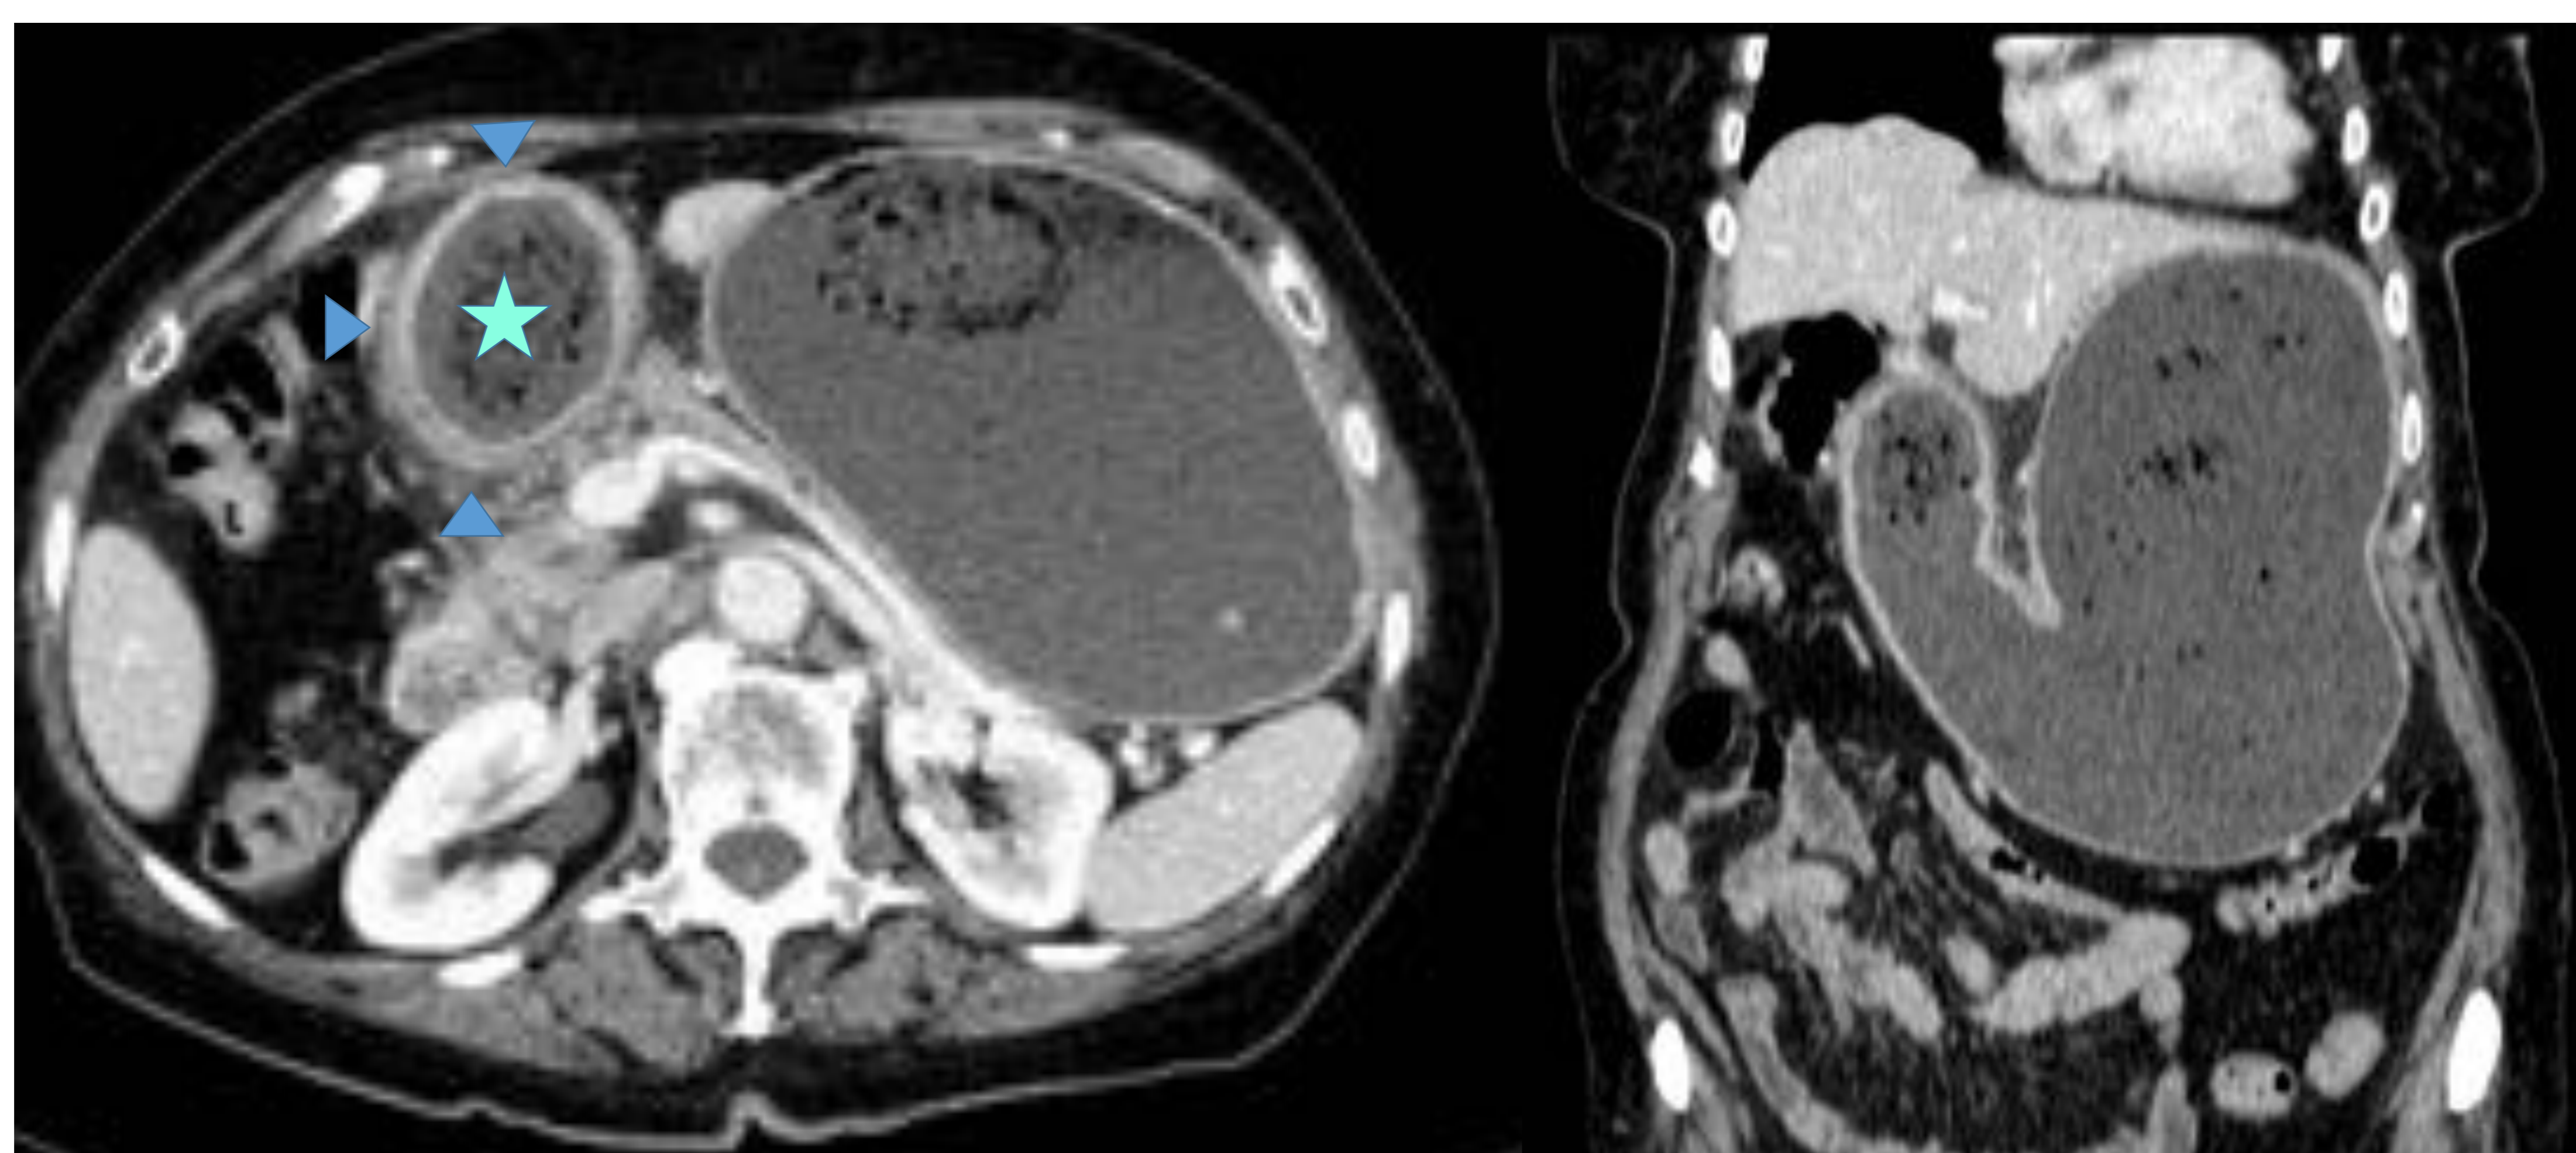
Mujer de 82 años que acude por vómitos e hinchazón abdominal. TC axial y coronal donde se identifica marcada dilatación de la cámara gástrica, con patrón de miga de pan de predominio en el antro (estrella), donde hay engrosamiento parietal y cambios inflamatorios circundantes (cabeza de flechas). Se realizó gastroscopia donde se confirmó la presencia de fitobezoar y cambios de gastritis antral.
